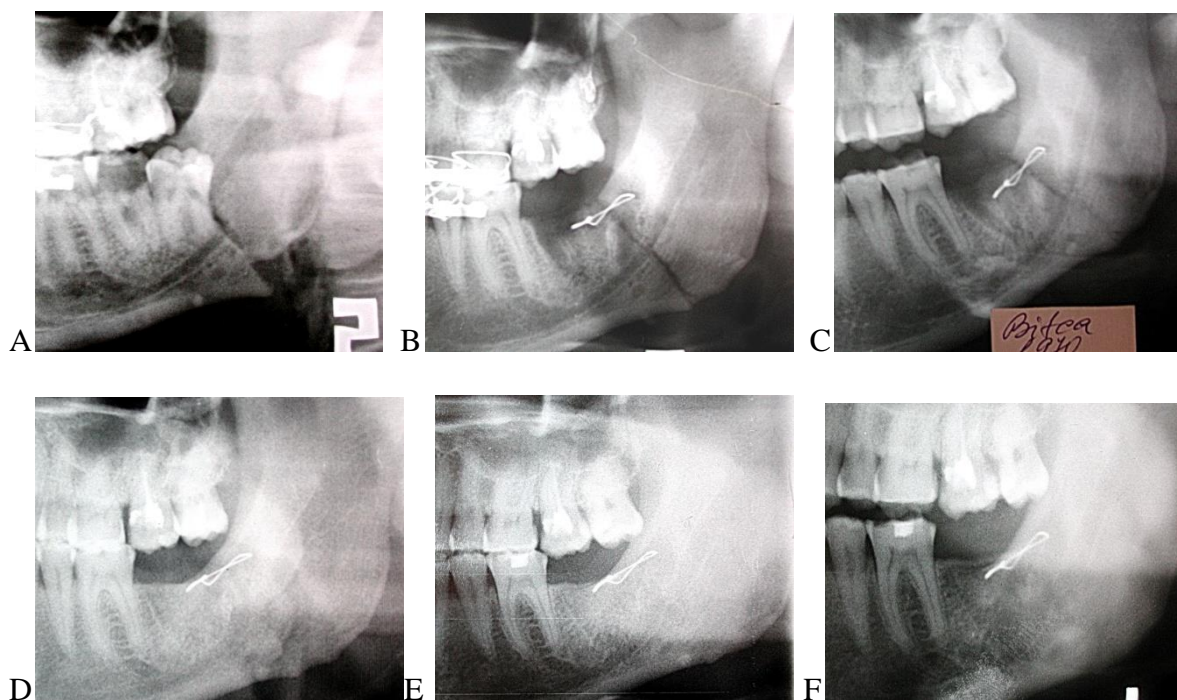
Radiografia pacientului B. Osteosinteza mandibulei în regiunea angulară stînga cu fir metalic. A) fractura mandibulei în regiunea angulară din stînga cu deplasare pronunțată, B) postoperator, a doua zi după osteosinteză, C) o lună postoperator, D) 6 luni postoperator, E) un an postoperator, F) 4 ani postoperator
